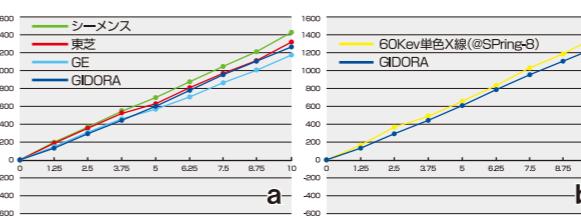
医科用CTならびに単色X線から導かれたCT値とGIDORAの画像濃度値を並べたグラフ。GIDORAは医科用CTや単色X線のCT値とほぼ一致する。(なお、単色X線は第3次放射光施設SPring-8(兵庫県)にて発生させた)
